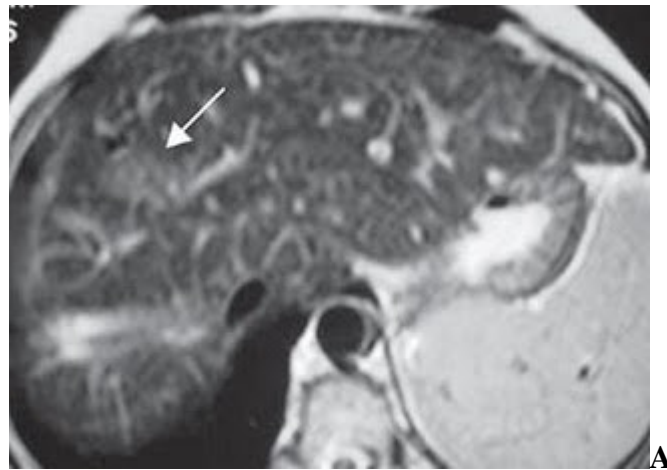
Alteração perfusional na RM, em paciente com síndrome de Budd-Chiari. Impregnação heterogênea, em "mosaico", do
